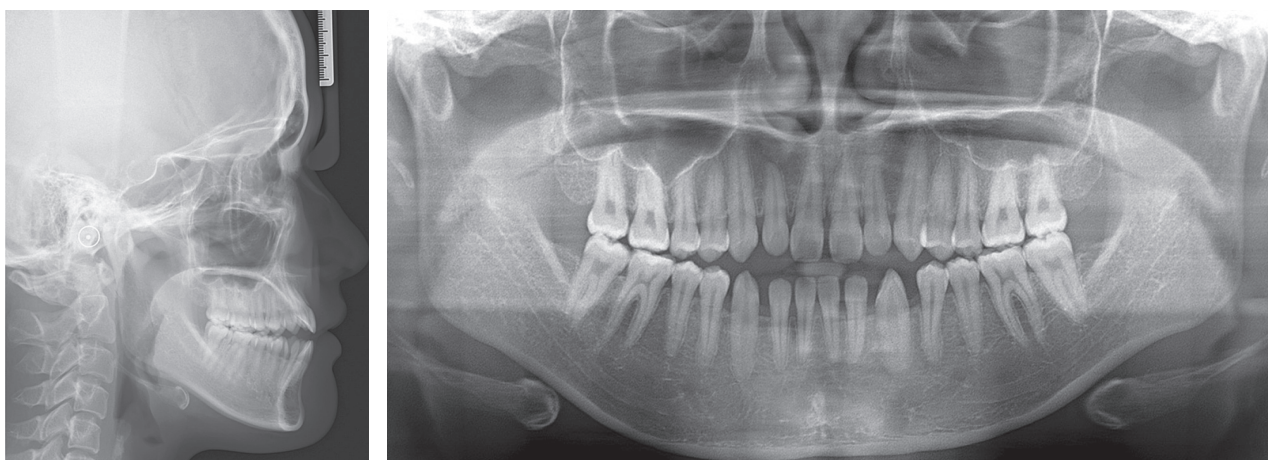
Pretreatment cephalometric and panoramic radiographs.
